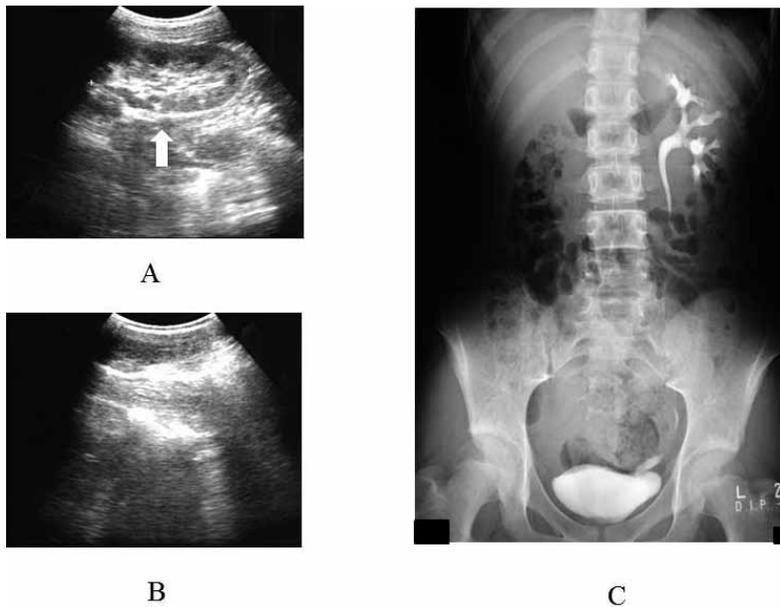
Dorsoventral ultrasonography of the left lumbar region (A) and right lumbar region (B), and drip infusion pyelography (C). The arrow shows the left kidney.
